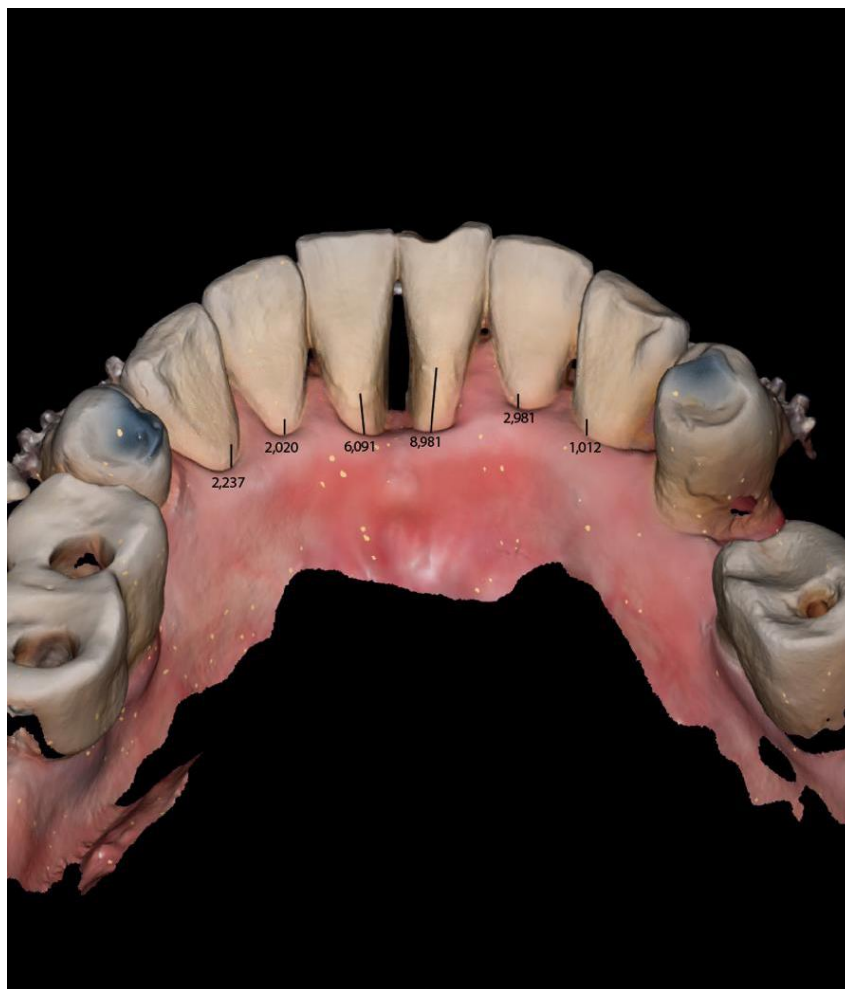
3D-сканирование после ортодонтической интрузии с язычной поверхности
